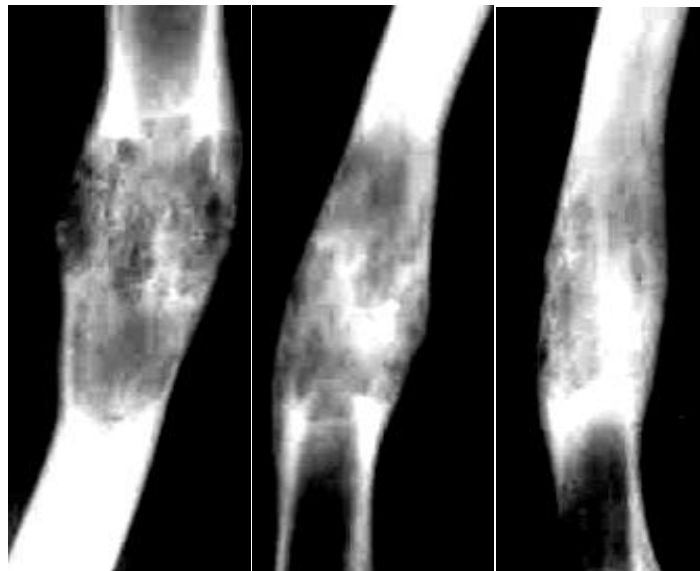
Рентгенограми в прямій проекції в динаміці. Саркома Юінга до і після курсів хіміотерапії – протягом 1,5 років відзначається позитивна динаміка у вигляді зменшення обсягу ураженого діафіза стегнової кістки за рахунок асиміляції періостальних накладень і збільшення склеротичних змін.
